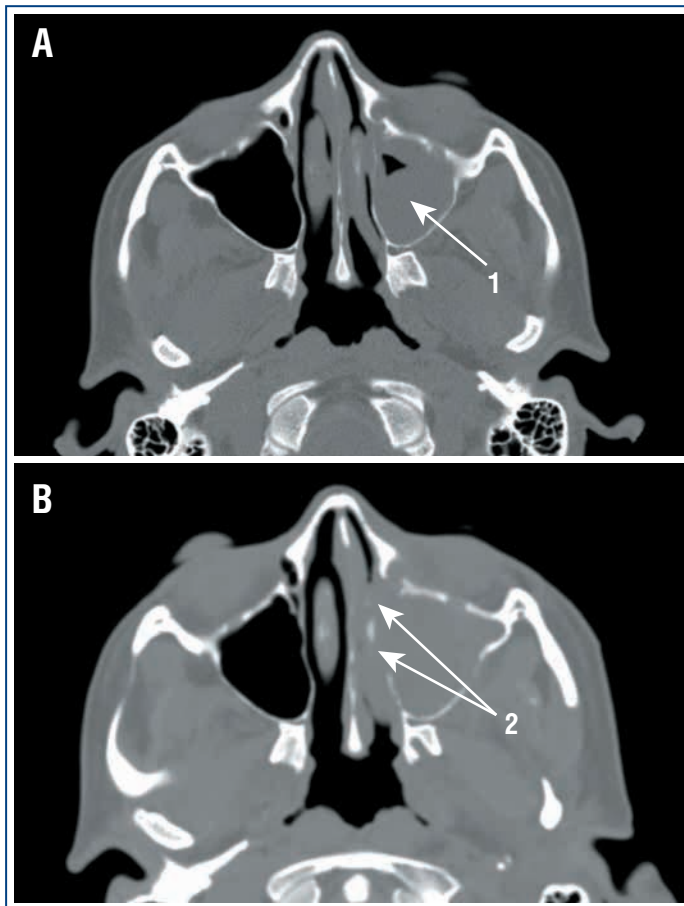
Компьютерные томограммы пациентки Г., агранулоцитоз, острый верхнечелюстной синусит, осложненный отеком окологлазничной области.
